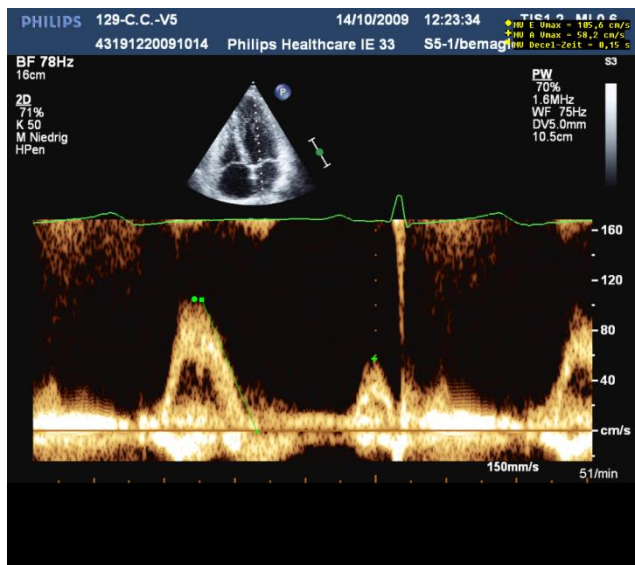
Bestimmung von E und A im PW-Doppler
